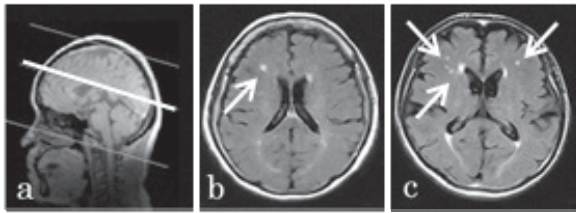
Fluid-attenuated inversion recovery (FLAIR) images of leukoaraiosis (LA), a) sagittal plane, b-c) axial plane; b) single LA and c) multiple LA.
